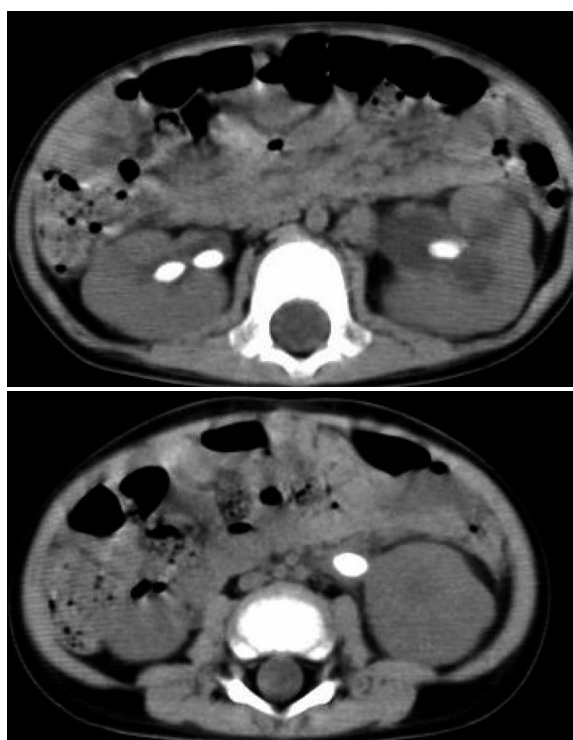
Computed tomography shows bilateral renal calculi and left hydronephrosis.
